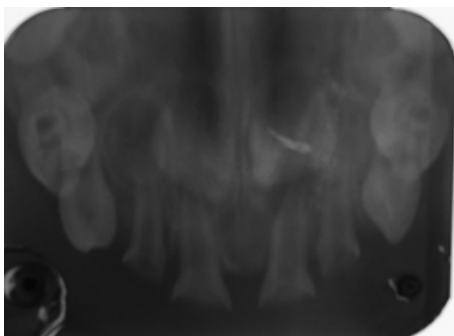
Radiografía oclusal superior inicial evidenciando caries, comunicación pulpar y abscesos dentoalveolares.
